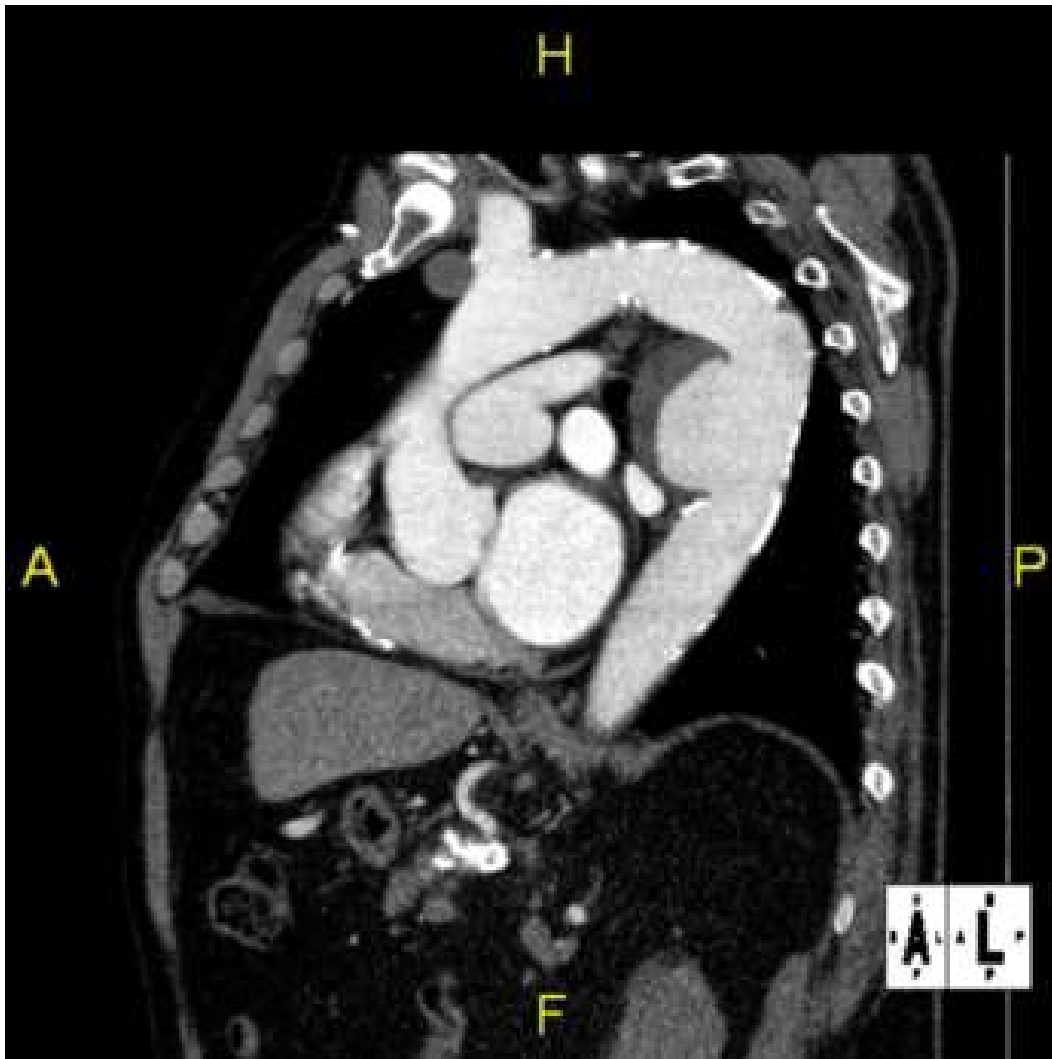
2: Sagittales hr – CT – Angio eines TAA (Klinik für HTG-Chirurgie, UMZ)
